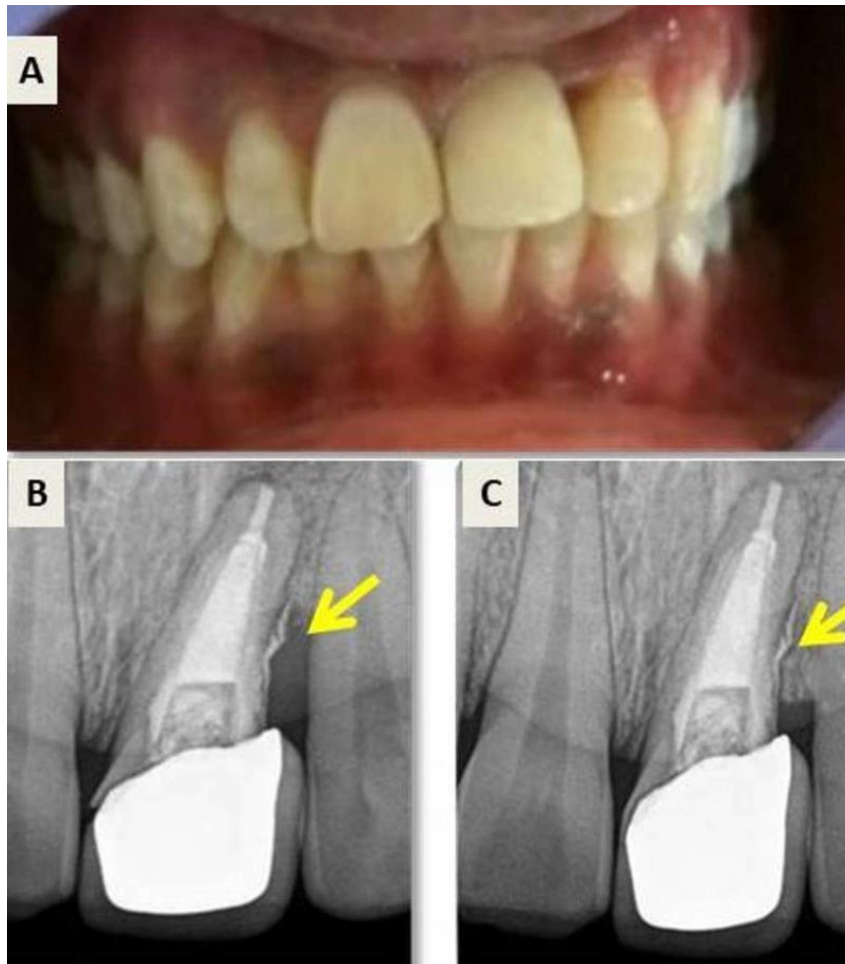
Fotografía postoperatoria y radiografía de seguimiento. (A) Fotografía postoperatoria del paciente. (B) Seguimiento a los seis meses. (C) Seguimiento de 18 meses que muestra curación con formación de hueso. (35)
